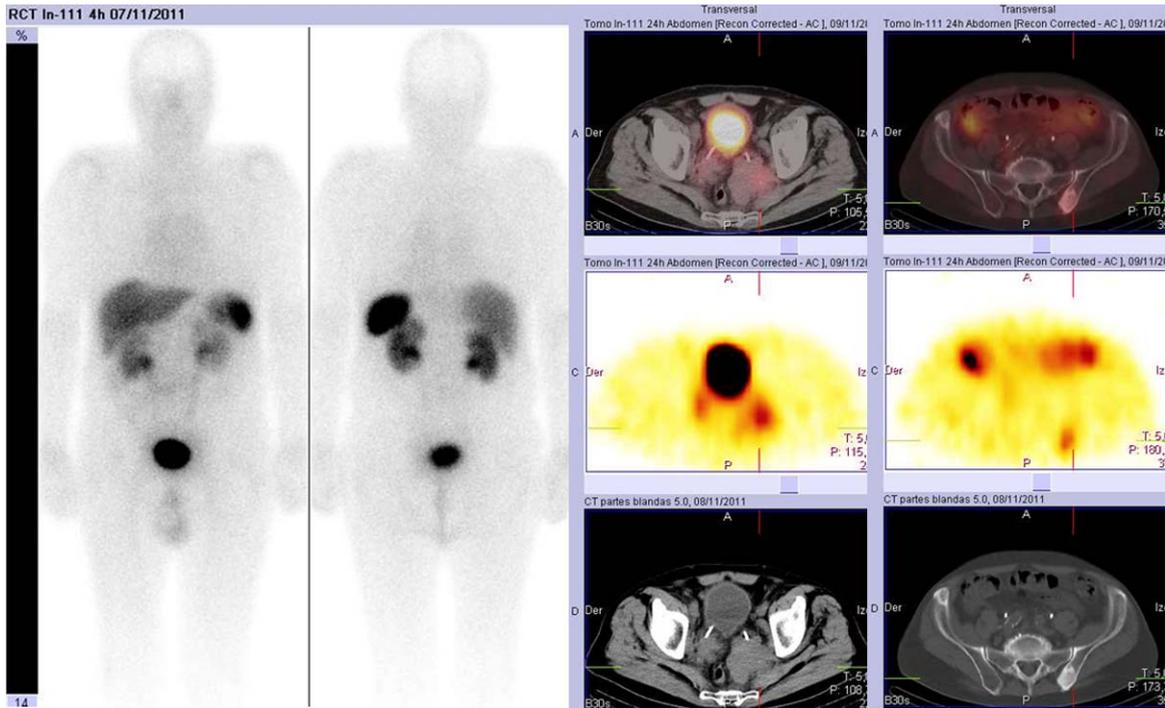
Varón con tumor neuroendocrino vesical (pobremente diferenciado, grado 3) con metástasis óseas en el diagnóstico remitido para valorar tratamiento con análogos de la somatostatina. La gammagrafía convencional no mostró ningún acúmulo patológico de radiotrazador. Sin embargo, el SPECT/CT mostró acúmulos tenues de radiotrazador en las masas pélvicas (focos 183 y 184) y en las metástasis óseas blásticas (foco 182) visibles claramente en el CT del SPECT/CT.
